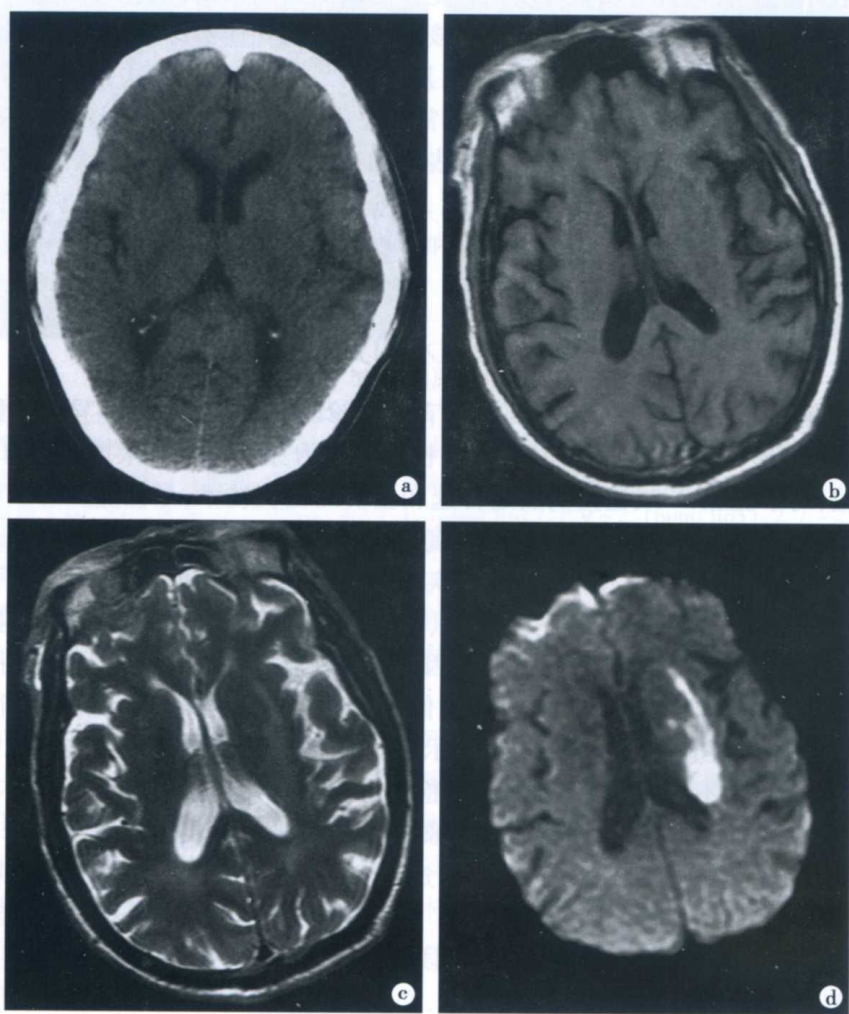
急性期脑梗死的 CT 和 MRI 检查表现
